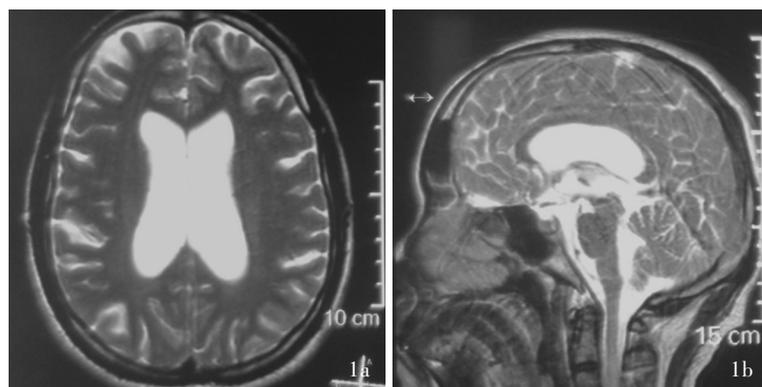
头部 MRI 检查 1a 横断面 T<sub>2</sub>WI 显示双侧侧脑室增宽 1b 矢状位 T<sub>2</sub>WI 显示脑干、小脑轻度萎缩
